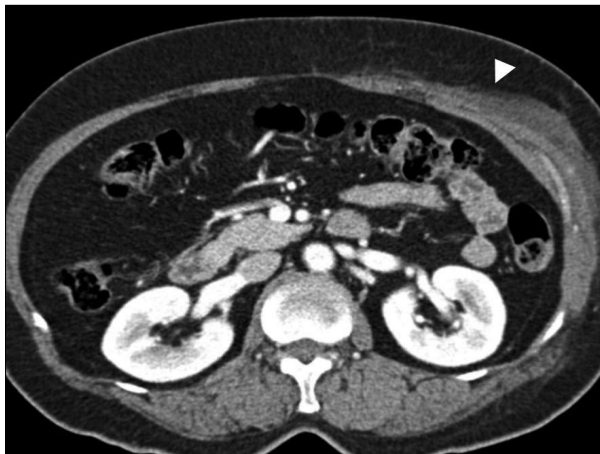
Preoperative CT shows irregular thickening of subcutaneous tissue in left lower quadrant of the abdomen (arrowhead).
